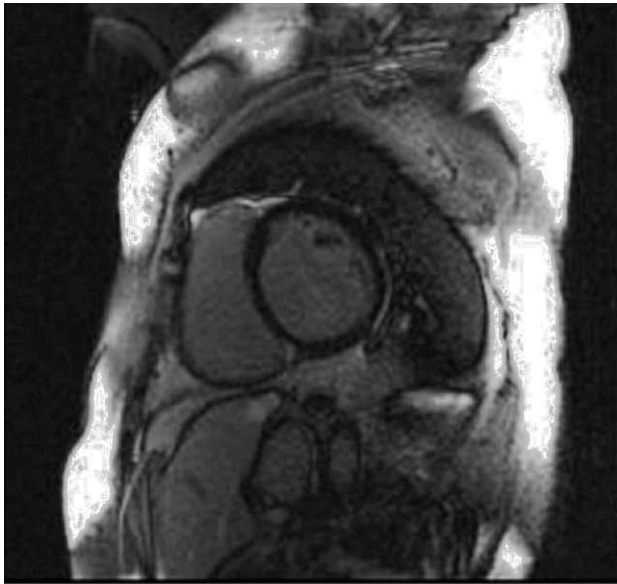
Secuencias de viabilidad miocárdica mediante resonancia magnética. La imagen de la izquierda corresponde a una miocardiopatía dilatada idiopática en la que se aprecia ausencia de realce tardío con gadolinio. La imagen de la derecha corresponde a una miocardiopatía isquémica, y se observa un patrón de captación de gadolinio de predominio subendocárdico.
